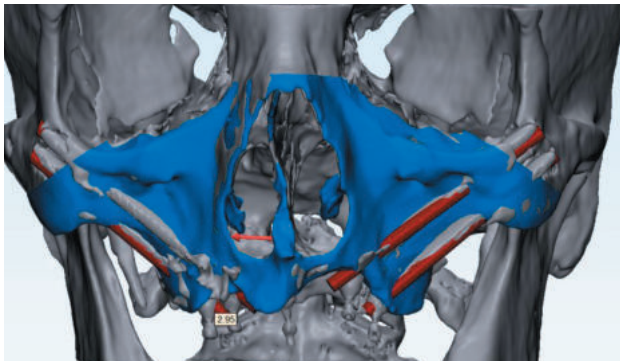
Superimposición VSP (rojo) y TAC postquirúrgico (gris).
